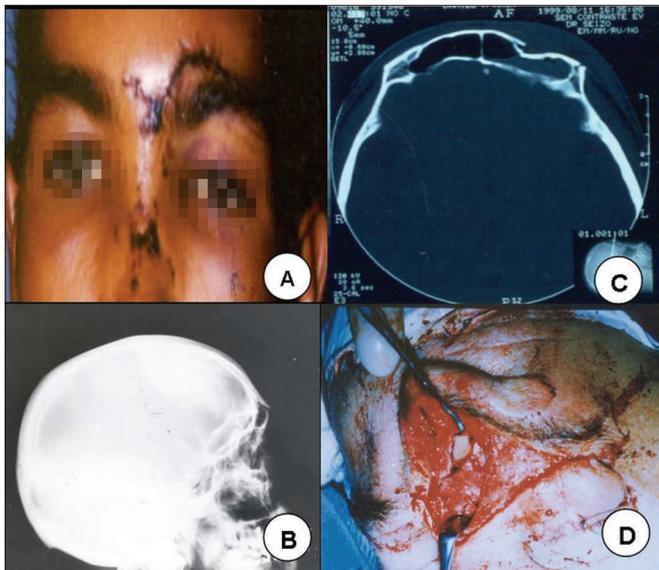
A. Paciente com lesão corto-contuso em região frontal esquerda. B. Rx lateral de crânio mostrando fratura do seio frontal. C. TC mostrando fratura com afundamento da tábua anterior do seio frontal. D. Incisão abaixo da sobrancelha mostrando fratura da parede anterior do seio frontal.
